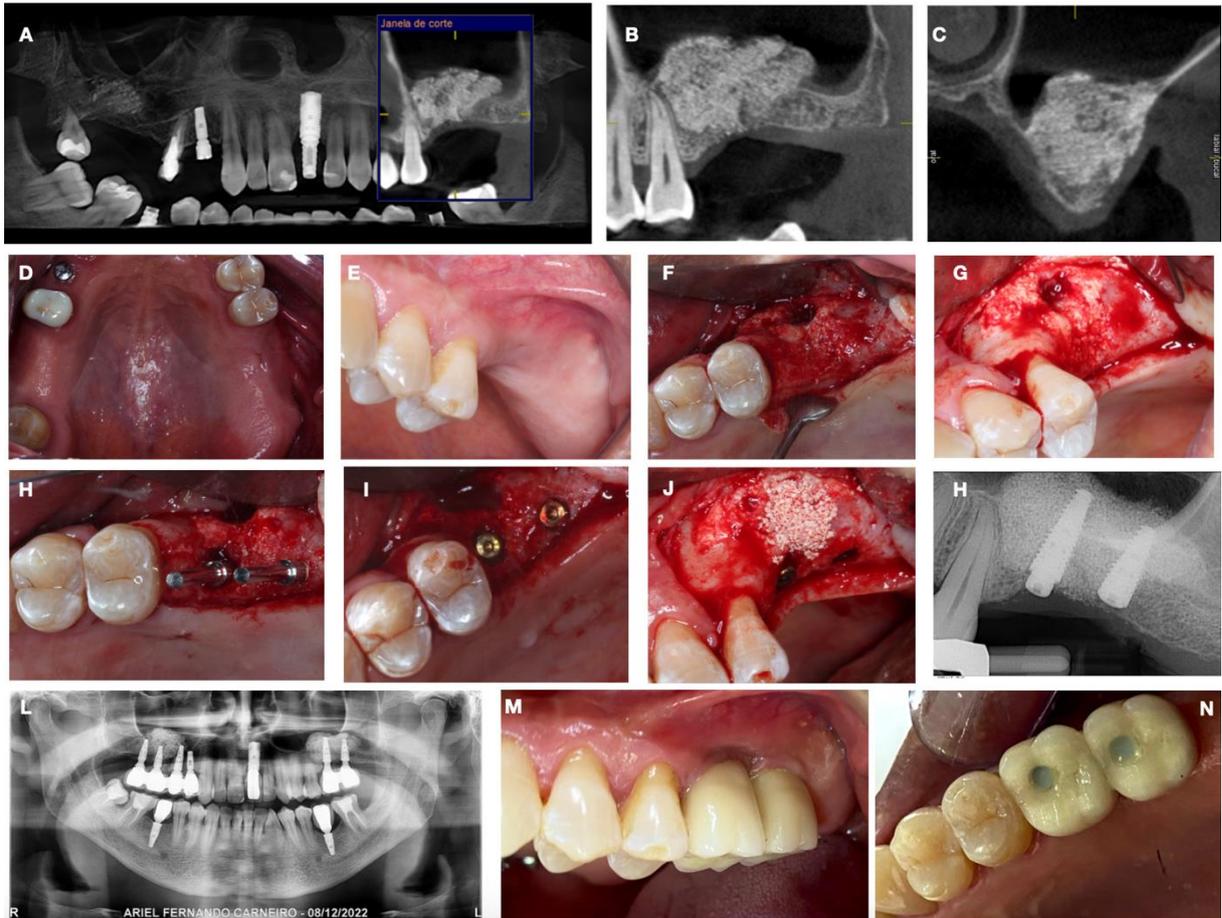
A, Corte panorâmico da TC após 8 meses da segunda cirurgia. B, TC demonstrando o enxerto com ósseo. C, Corte tomográfico evidenciando formação óssea na cavidade do seio maxilar. D, Foto intra bucal da vista oclusal. E, Aspecto lateral após 8 meses de cirurgia. F, Retalho rebatido, mostrando que ainda existia uma pequena comunicação. G, Vista lateral do retalho rebatido. H, Conferência com os paralelizadores para instalação de implantes. I, Implantes instalados Helix Gran-Morse (Neodent). J, Preenchimento da comunicação existente com osso bovino liofilizado. H, Radiografia periapical após cirurgia de instalação de implantes. L, Radiografia panorâmica após colocação da prótese. M, Aspecto vestibular das coroas metalocerâmicas. N, Vista oclusal das coroas instaladas.
